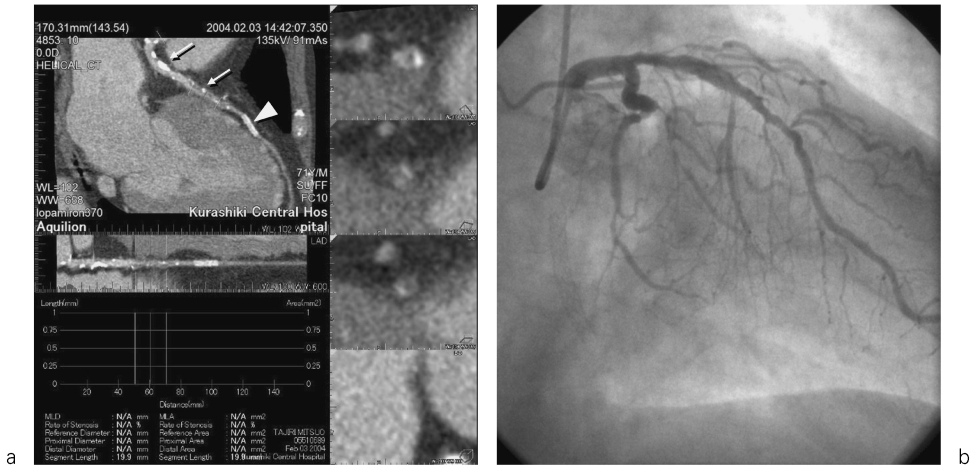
CT angiography of the coronary artery in a patient with ischemic heart disease
